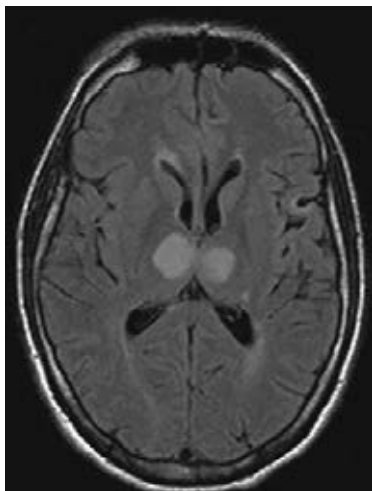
Пример ишемического инсульта в стратегической зоне: двусторонний инфаркт таламуса вследствие закупорки артерии Першерона (режим FLAIR)
